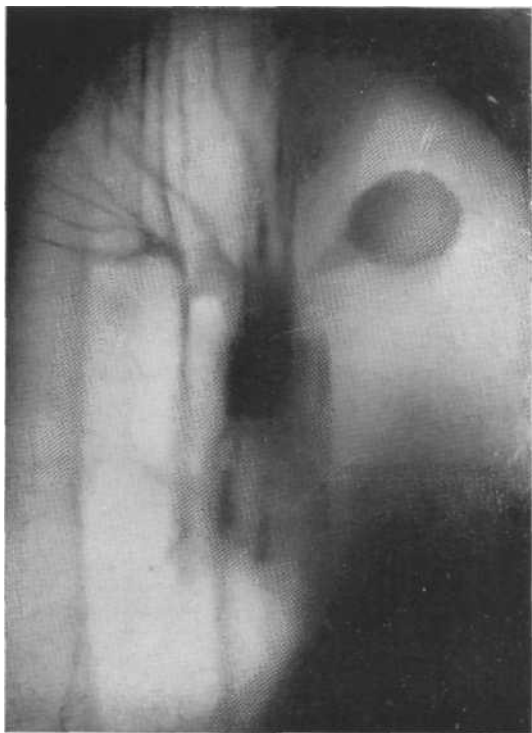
Томограмма в боковой проекции справа. Шаровидное образование в III сегменте. Эхинококк, доказанный с помощью пункции.
